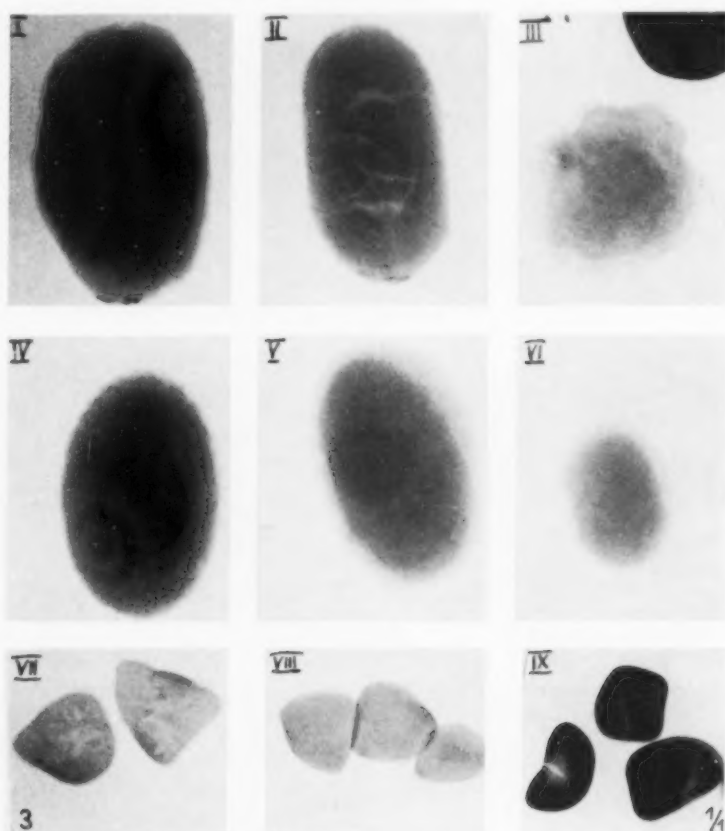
Röntgenogramm der Gallensteine in Luft, in gleicher Anordnung.
